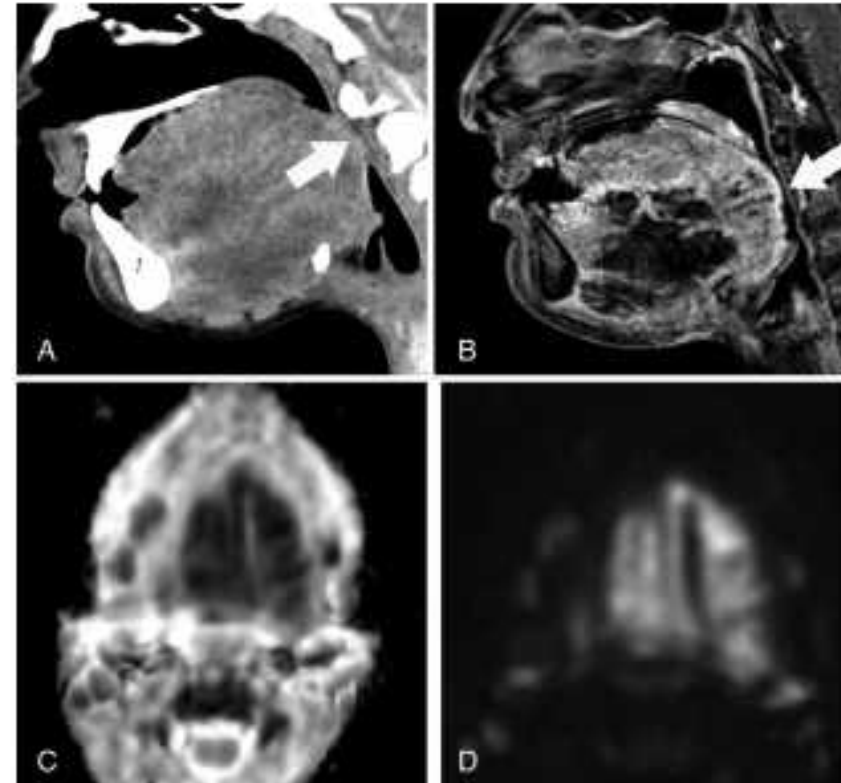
Contrast-enhanced computed tomography (A) and magnetic resonance imaging (B) showed heterogeneous enhancement. Narrowing of the oropharyngeal airway was observed (arrows). Diffusion restriction was observed in diffusion-weighted images (C, D).
